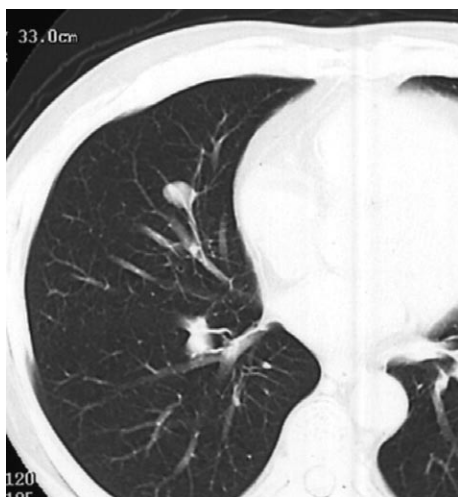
A tumor of 10 mm diameter is found in the middle lobe of the right lung (S5) by chest CT.
